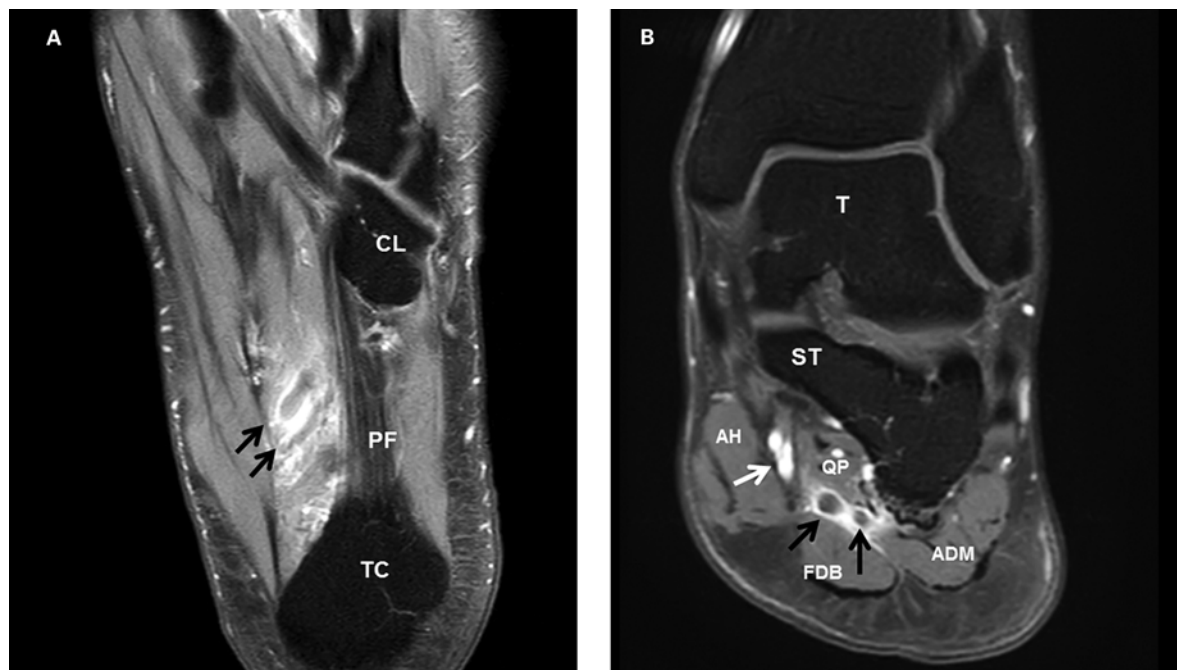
A) Kontrastmittelverstärktes MRT des linken Rückfusses, axiale Schnitführung. Aufgetriebene laterale Plantarvenen (schwarze Pfeile) mit fehlendem Kontrastmittelenhancement des Lumens. Die perivaskuläre Kontrastmittelaktivität zeigt sich als Ausdruck einer perivaskulären Entzündungsreaktion; Tuber calcanei (TC), Plantarfaszie (PF), Os cuneiforme laterale (CL). B) Coronalare Schnitführung: Thrombosierte laterale Plantarvenen (schwarze Pfeile) mit perivaskulärem Enhancement im Rahmen der perivaskulären Entzündungsreaktion. Medial und proximal davon stellen sich die medialen Plantarvenen mit regelrechter Perfusion dar (weisser Pfeil); Talus (T), Sustentaculum tali (ST), Musculus quadratus plantae (QP), Musculus flexor digitorum brevis (FDB), Musculus abductor digiti minimi (ADM.)
